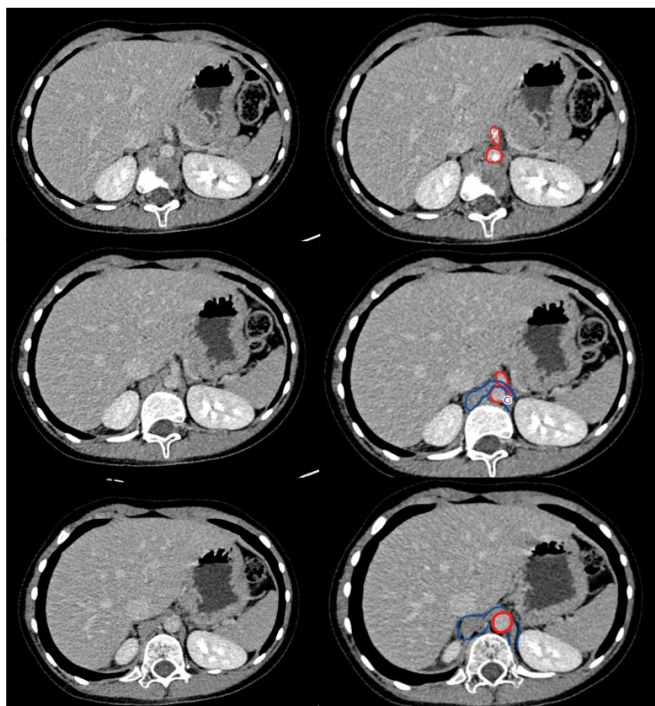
Tomografía Axial Multicorte en corte axial llama la atención calibre prominente de vena renal izquierda (⊙) de 8.5mm, con disminución de calibre a nivel de pinza aortomesentérica entre aorta abdominal (*) y arteria mesentérica superior (II) , con diámetro anteroposterior de 3.6 mm
